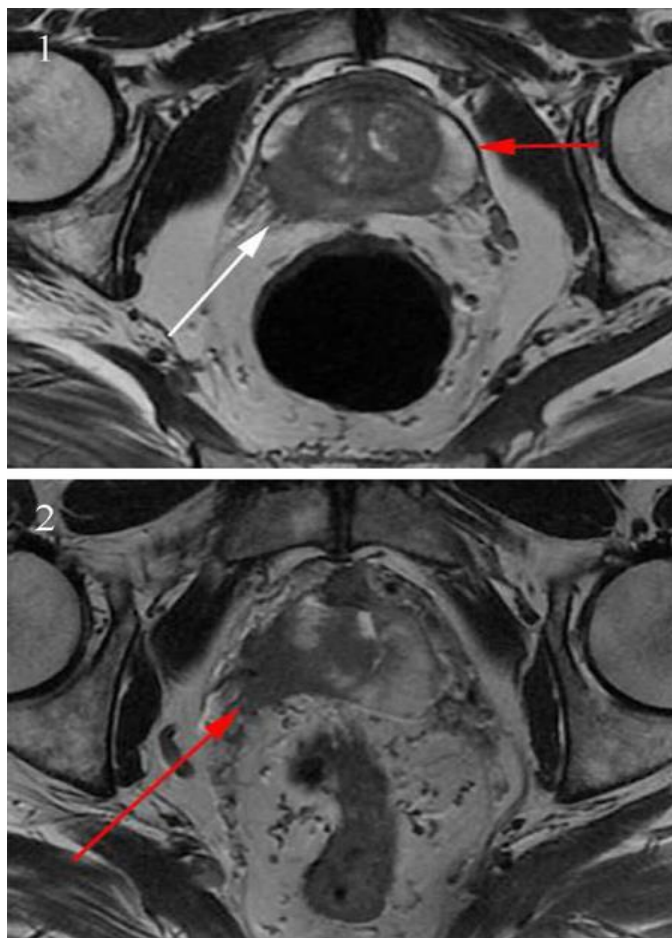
1-2 : coupes axiales transverses en IRM en pondération T2 centrées sur la prostate pathologique : tumeur droite en hyposignal T2 avec franchissement capsulaire à hauteur des bandelettes neurovasculaires.
